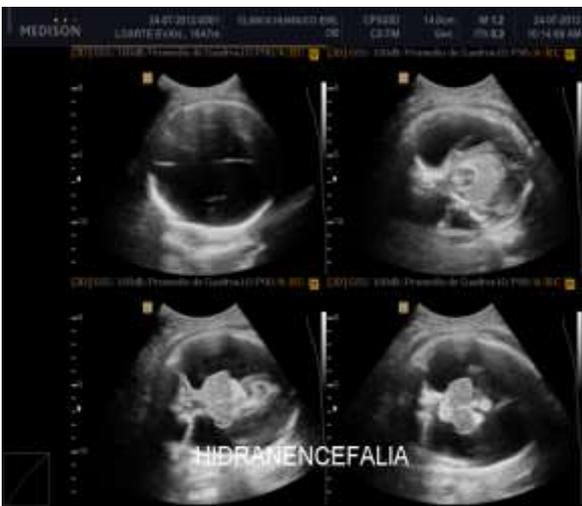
Ecografía de hidranencefalia.
